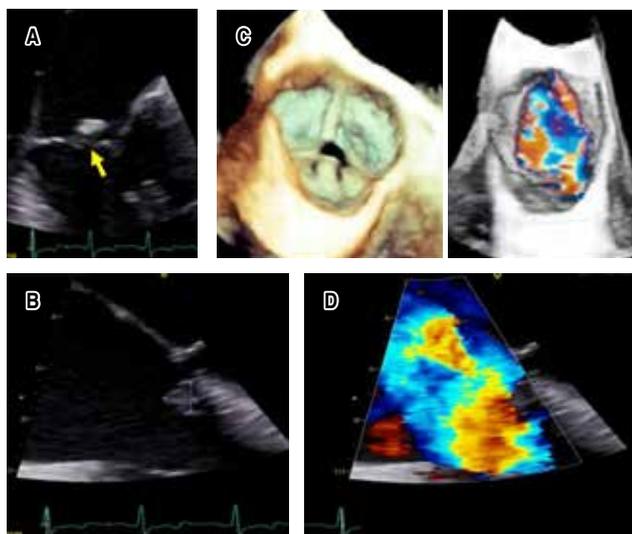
Ecocardiograma transesofágico. A-B) Flecha que muestra vegetación y sus medidas. C) Imagen 3D de válvula tricúspide con insuficiencia severa. D) Jet de regurgitación severa.
